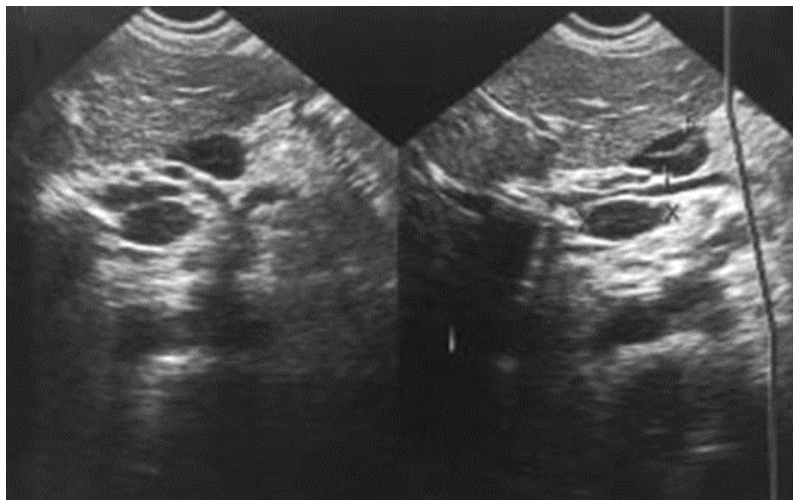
une échographie montrant des adénopathies d'échostructure mixte au niveau du hile hépatique [10].
